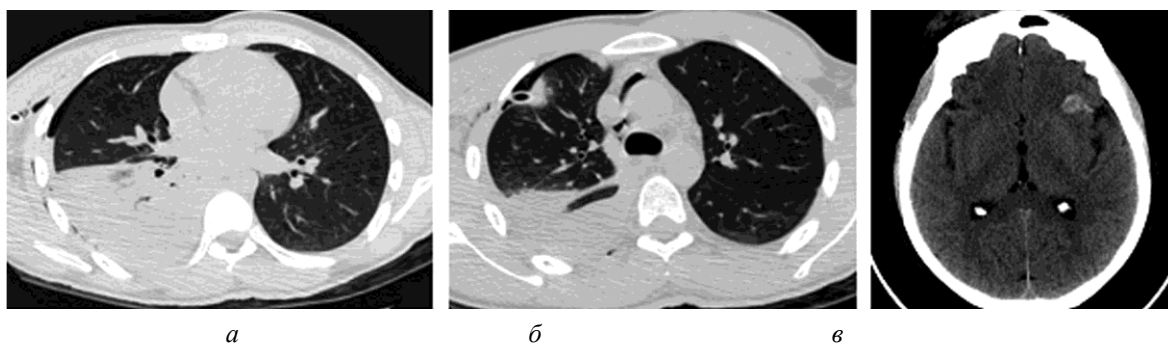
МСКТ. Сочетанная КТТ. Правосторонний гемопневмоторакс, ушиб правого легкого, множественные переломы ребер справа, пневмомедиастинум (а, б), ушиб головного мозга, контузия левой лобной доли (в)
